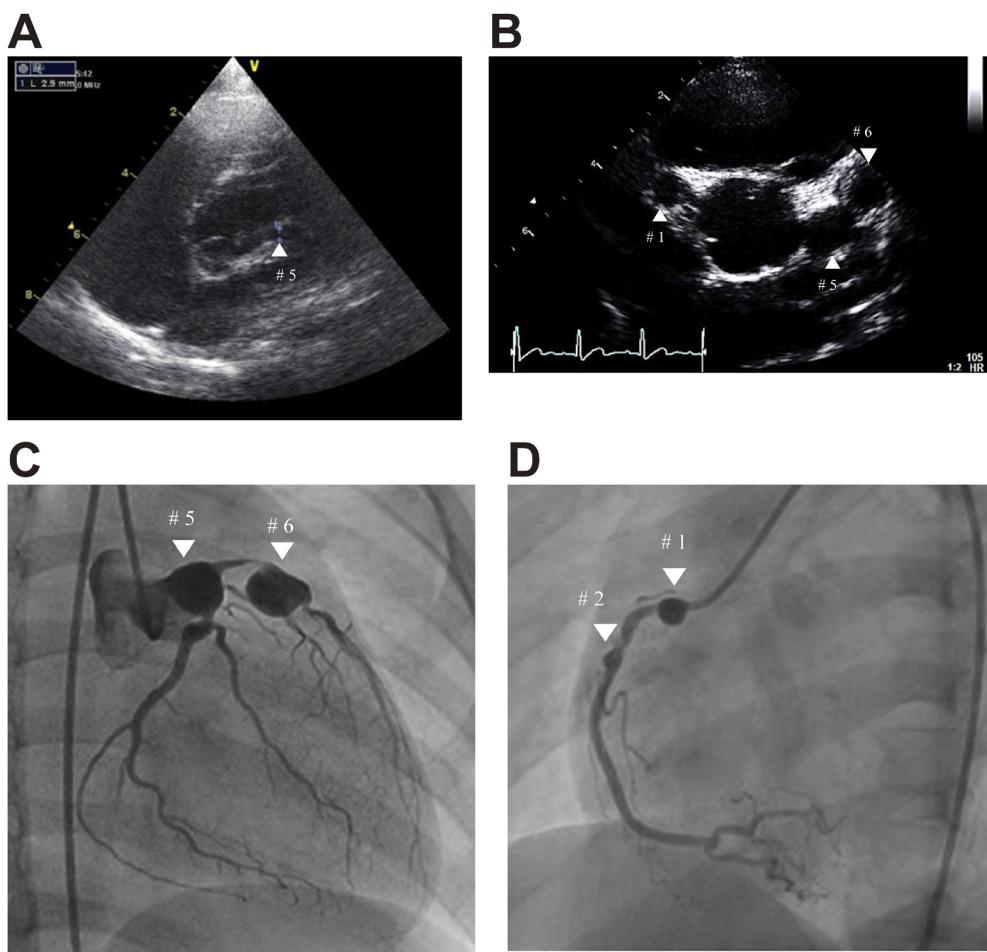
Echocardiographic and angiographic findings in Case 1
